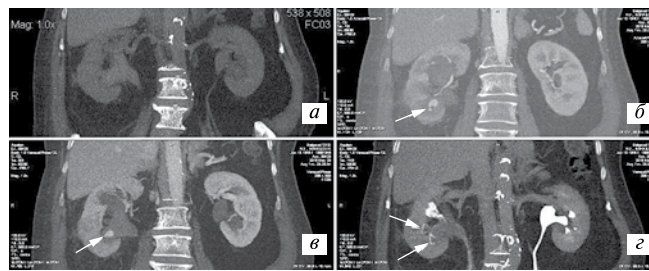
Данные спиральной КТ пациентки М. 69 лет с отсроченным кровотечением после ПНЛТ
